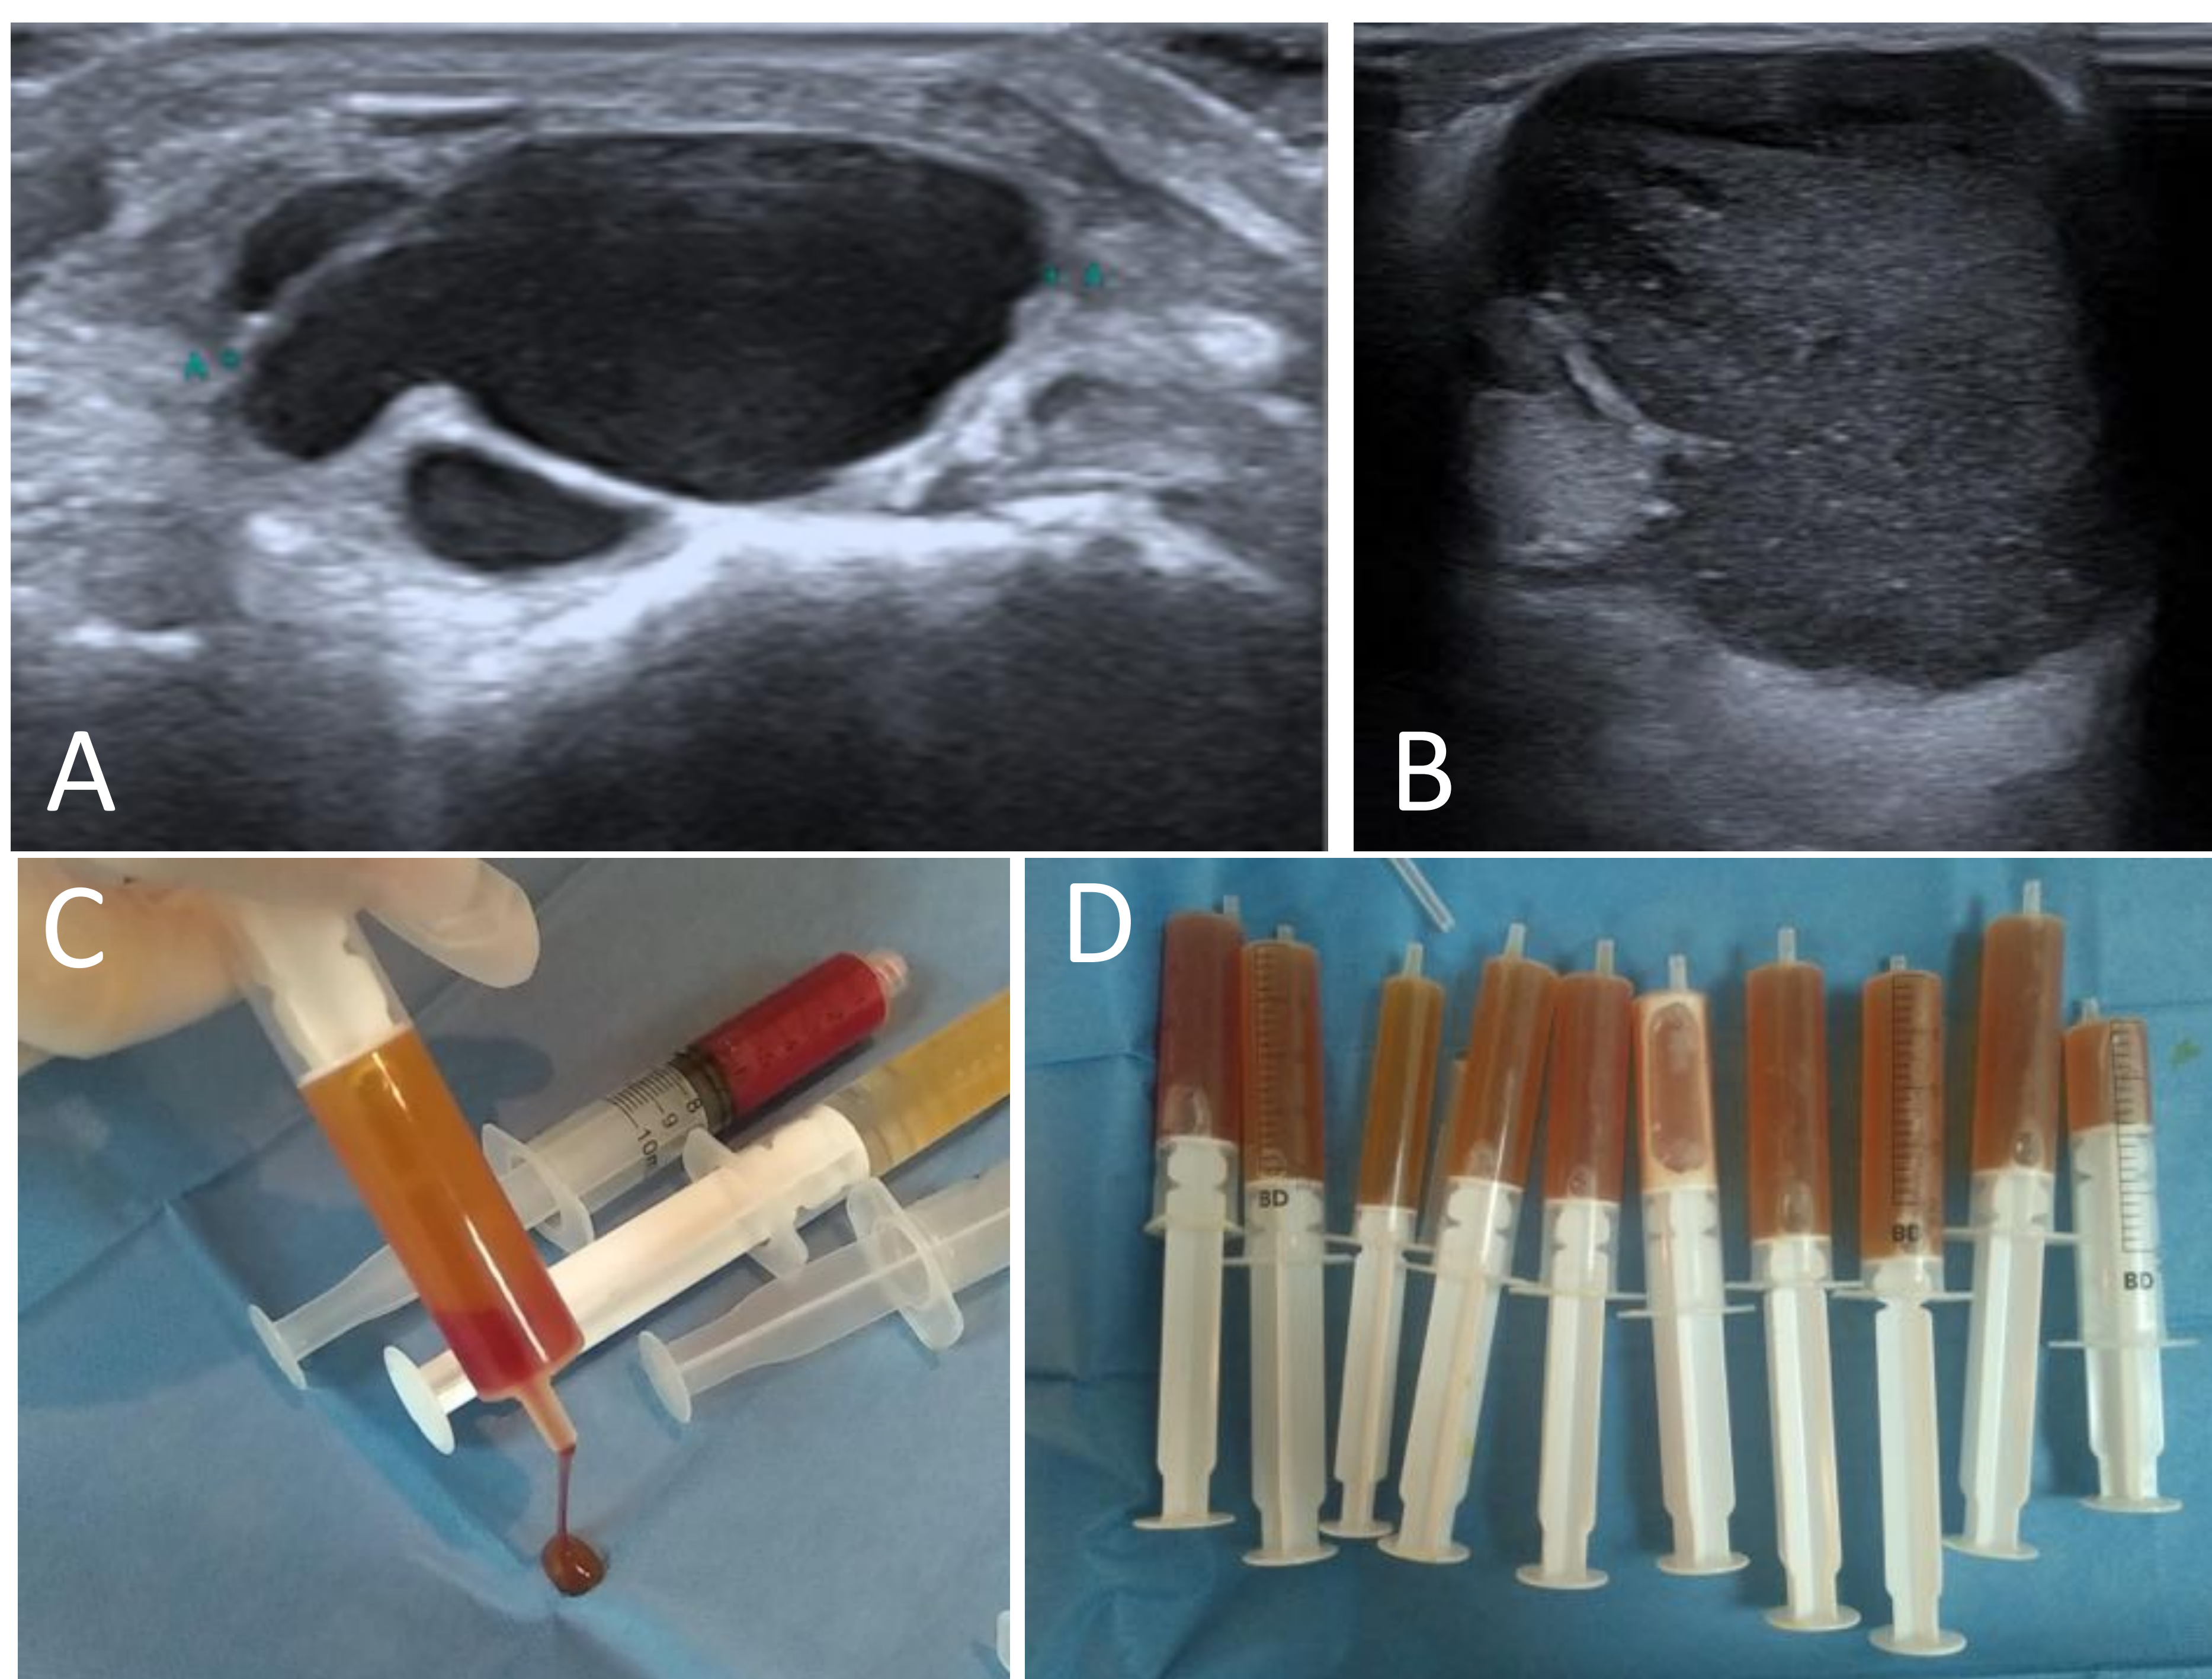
Ecografías de dos pacientes diferentes de región dorsal (A) y medial (B) del tobillo.
